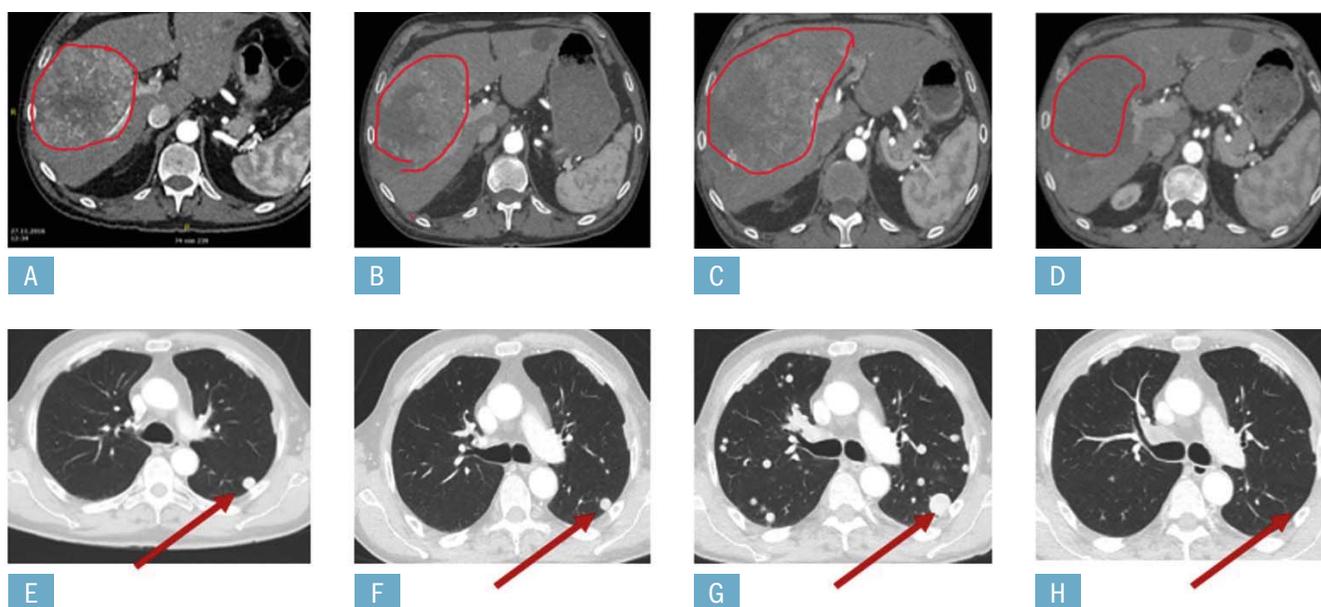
CT-Verlauf des HCC in der Leber (A, B, C, D) und der Lunge (E, F, G, H). A und E zeigen die Tumorausgangssituation vor Start mit Sorafenib. B und F zeigen den Tumorprogress unter Sorafenib. C und G zeigen den Tumorprogress unter Nivolumab/anti-GITR. D und H zeigen das Tumoransprechen auf Regorafenib.
